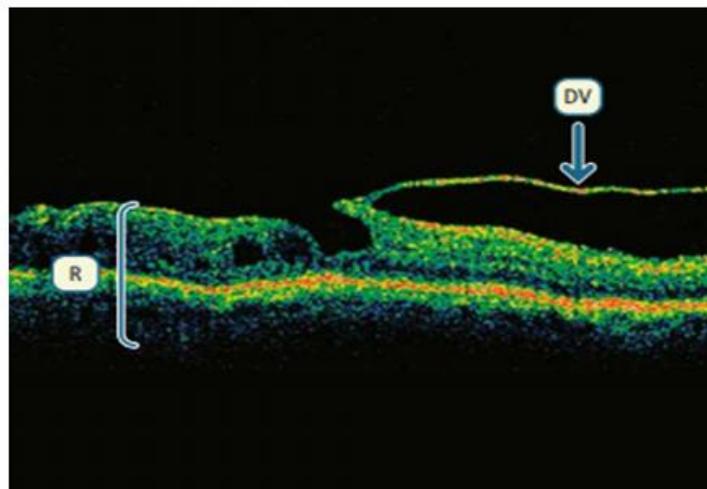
Desprendimiento de Vitreo Posterior visto por tomografía de coherencia óptica (OCT). DV: Desprendimiento de Vitreo R: Retina
